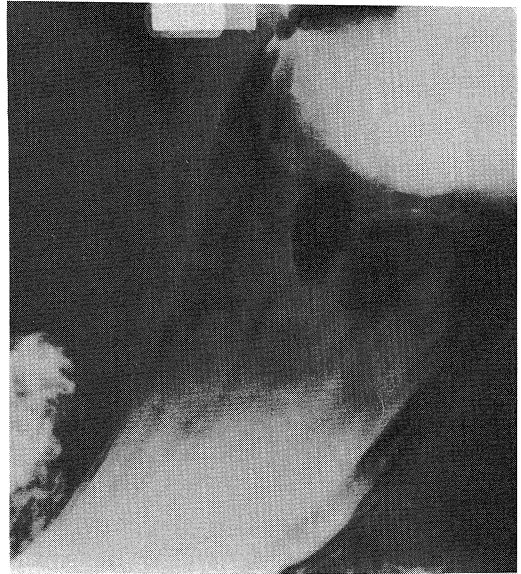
X-ray finding of the double contrast study revealed the elevated mass on the posterior of the upper body.
